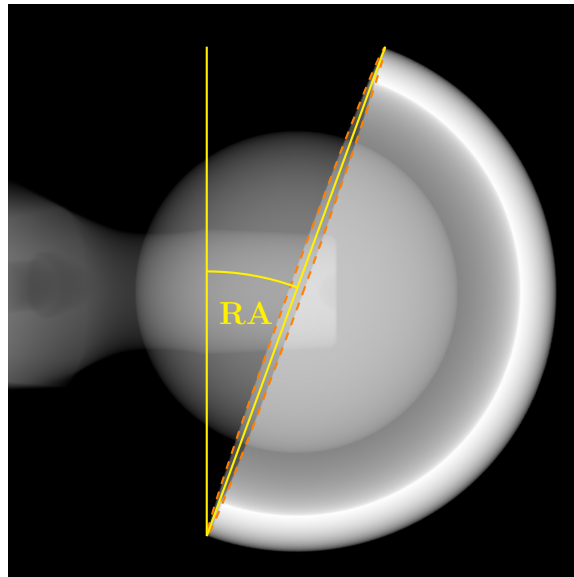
Bestimmung der RA nach Woo und Morrey in einem CTL-Röntgenbild
